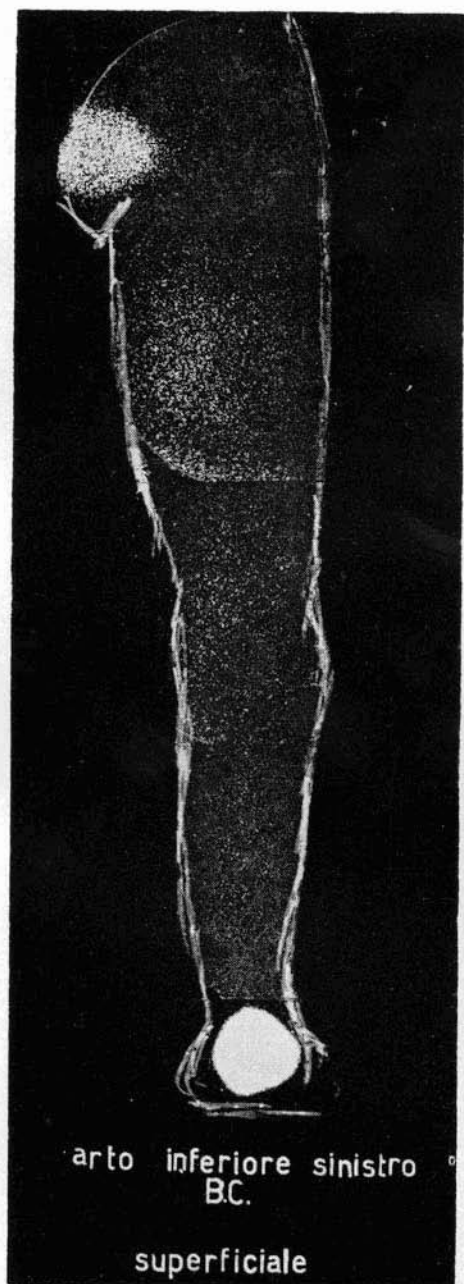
B.C. Linfoscintigrafia del sistema linfático superficial del miembro inferior izquierdo. No existe reconocible colector alguno.
